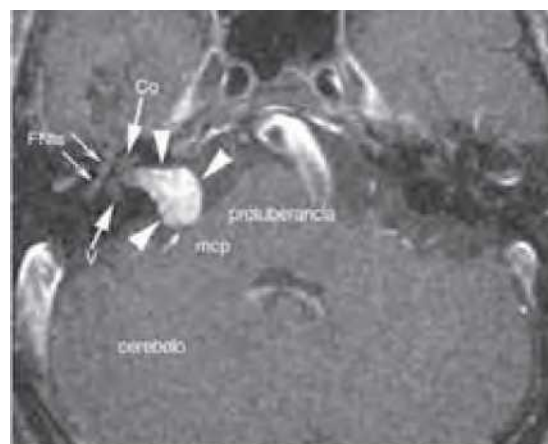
(Pagina anterioară) Epidermoid. A. Imagine axială ponderată T2 care prezintă o masă extraaxială hiperintensă (săgeți) în unghiul cerebelopontin stâng care deplasează complexul nervului cranian VII și VIII stâng posterior și comprimă ușor trunchiul cerebral. Observați semnalul ușor mai închis în lichidul cefalorahidian (LCR) din dreapta leziunii. Acest lucru se datorează unui artefact de pulsație al LCR care provoacă pierderea semnalului în LCR circulant normal. B. Imagine axială ponderată T1 care arată că leziunea (săgeți) are o intensitate scăzută a semnalului, în ciuda faptului că este ușor hiperintensă în raport cu LCR pe această imagine ponderată T1. C. Imagine axială post-gadoliniiu, ponderată T1, cu saturație în grăsimi, care nu prezintă nicio creștere a intensității imaginii în această leziune (săgeți). În acest moment, este încă imposibil să se facă distincția între un chist arahnoid și unul epidermoid, deoarece chistul are un conținut ridicat de proteine în comparație cu LCR normal și poate apărea puțin mai luminos decât LCR pe o imagine ponderată T1. D. O imagine coronală FLAIR (recuperare prin inversare atenuată cu fluide) prezintă o intensitate crescută a semnalului la leziune (vârfuri de săgeți) în comparație cu LCR în spațiul subarahnoidian și ventricule, ceea ce sugerează acum puternic un diagnostic epidermoid. Secvența FLAIR este o imagine intens ponderată T2 cu semnalul LCR suprimat. E. O imagine axială ponderată prin difuzie prezintă o intensitate semnificativ ridicată a semnalului la leziune, corespunzând unei difuzii reduse. Semnalul este foarte diferit de LCR (care este întunecat pe imaginile ponderate prin difuzie), iar imagistica ponderată prin difuzie este foarte utilă în distingerea arahnoidiei (Fig. 3-165) de chisturile epidermoide.
